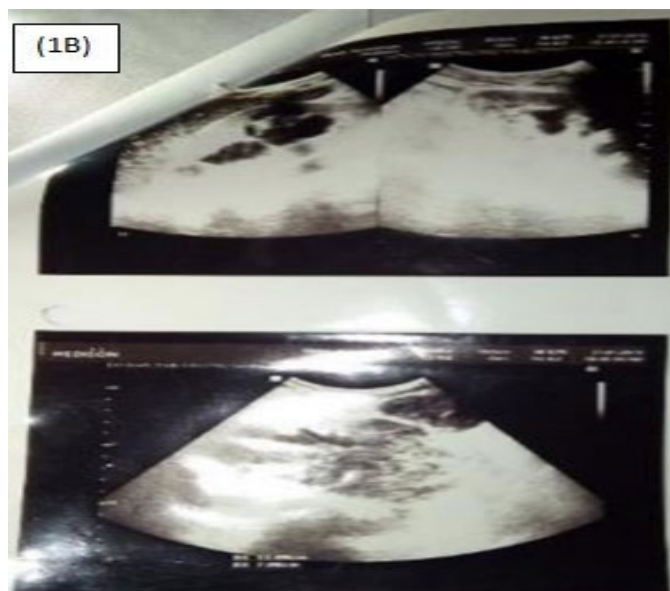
1А) УЗИ брюшной полости от 21.01.2019 г. 1В) Результаты: Параумбиликальное (околопупочное) неопластическое образование (забрюшинная опухоль) справа с увеличенными регионарными лимфатическими узлами и двусторонним гидронефрозом легкой степени.
